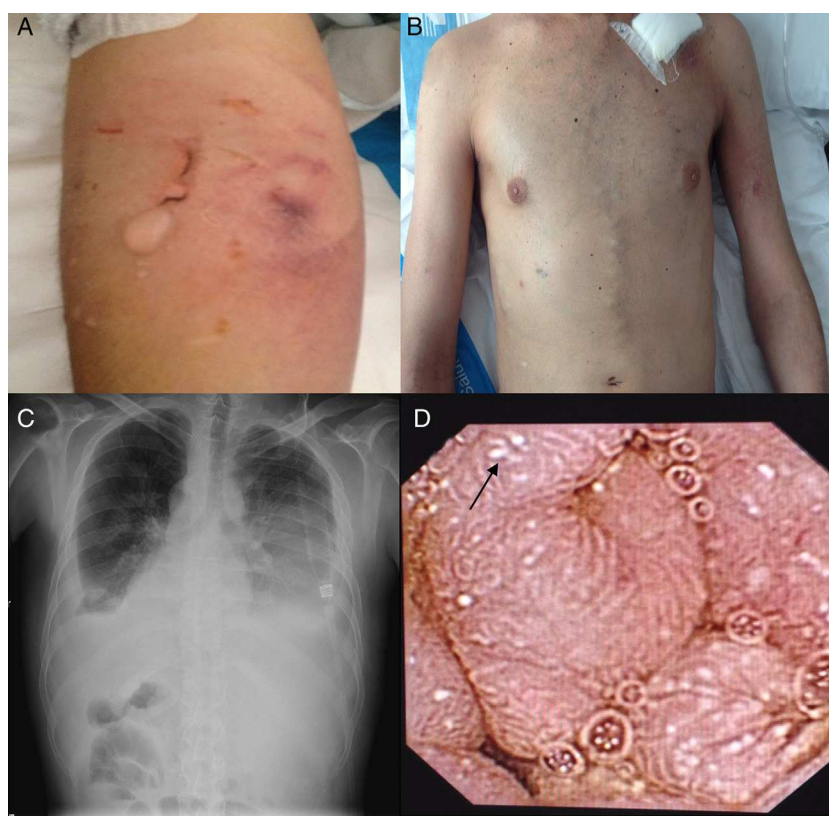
A) Fenómeno de patergia. B) «Cabeza de medusa». C) Radiografía de tórax proyección anteroposterior muestra derrame pleural bilateral. D) Cápsula endoscópica: linfangiectasia intestinal.
